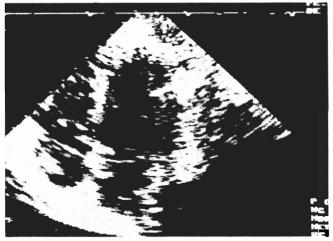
Ecocardiograma de control del POP mediato. Resección total de la masa intraventricular.
